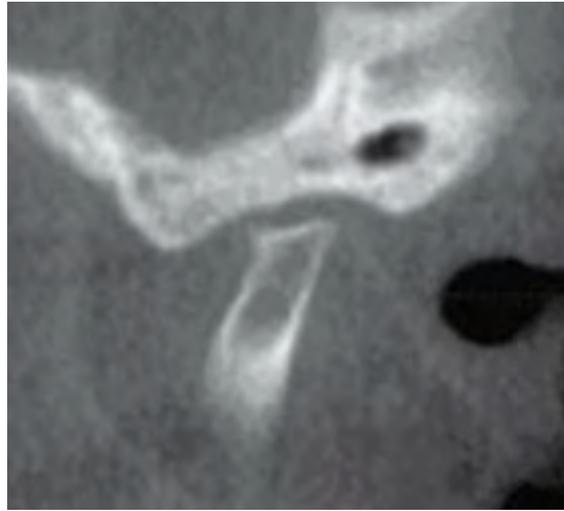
Tomografía computarizada de haz iónico que muestra deformación condilar debido a Osteoartritis.⁶
